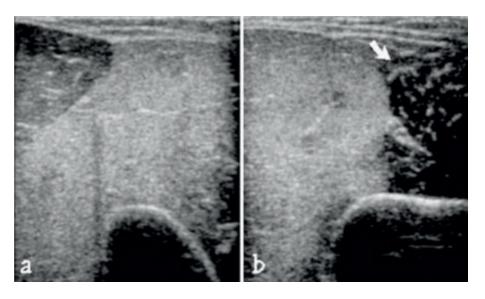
Ecografía: Edema y aumento de volumen del Bíceps braquial. Corte transversal. B. Ecografía: Ecogenicidad normal del músculo Braquial anterior (flecha). Imagen de (Muñoz, 2002).
